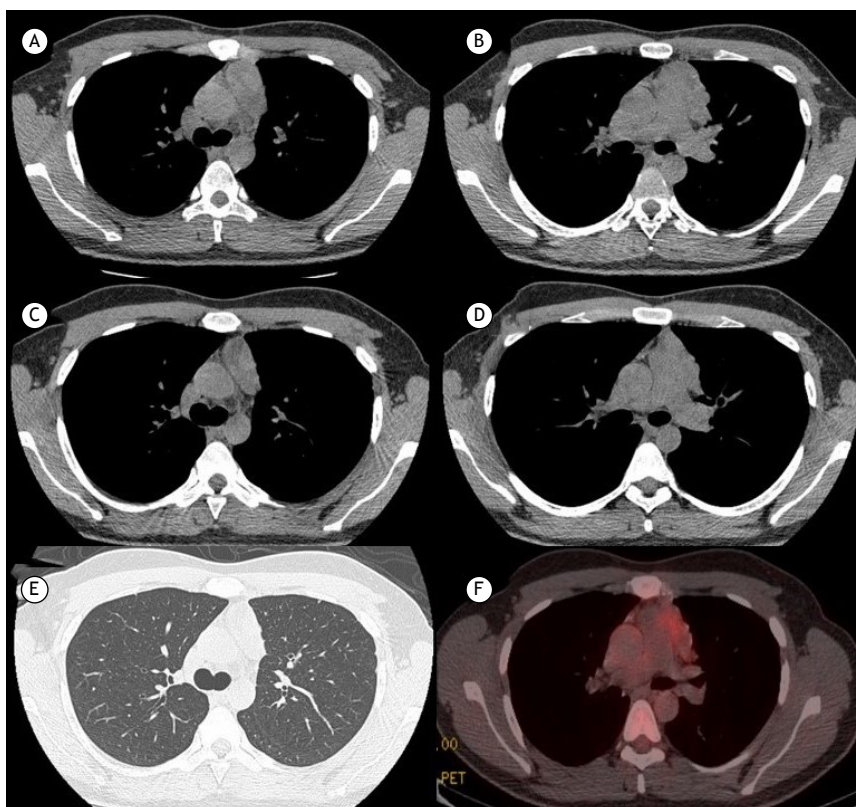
Imagens de TCAR (A-E) e TC por emissão de prótons (F) de tórax. Em A e B, imagens do timoma na avaliação inicial pré-operatória. Em C, D e E, imagens após quimioterapia neoadjuvante. Em F, imagem do timoma após tratamento neoadjuvante.
